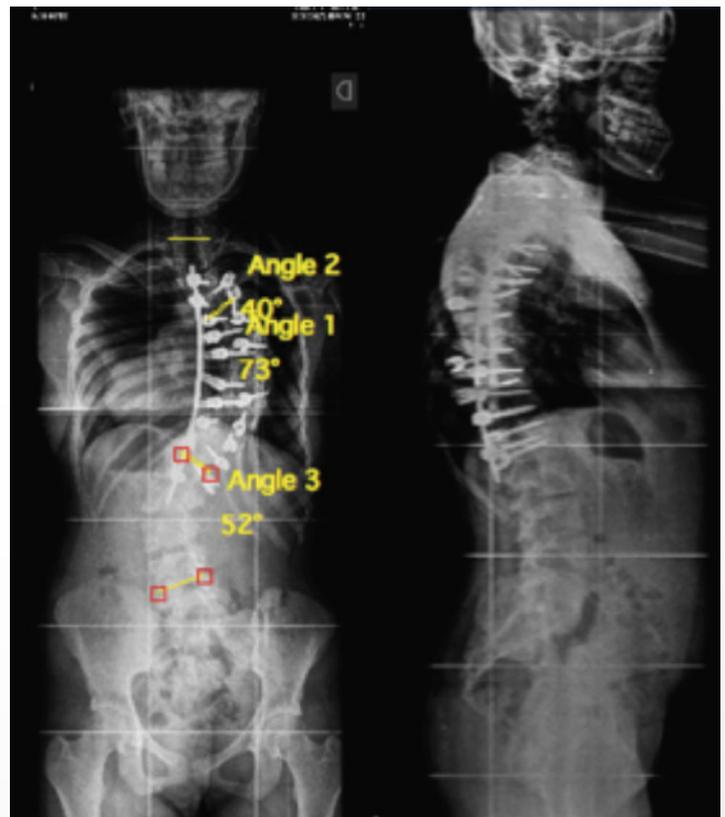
Radiografias simples
